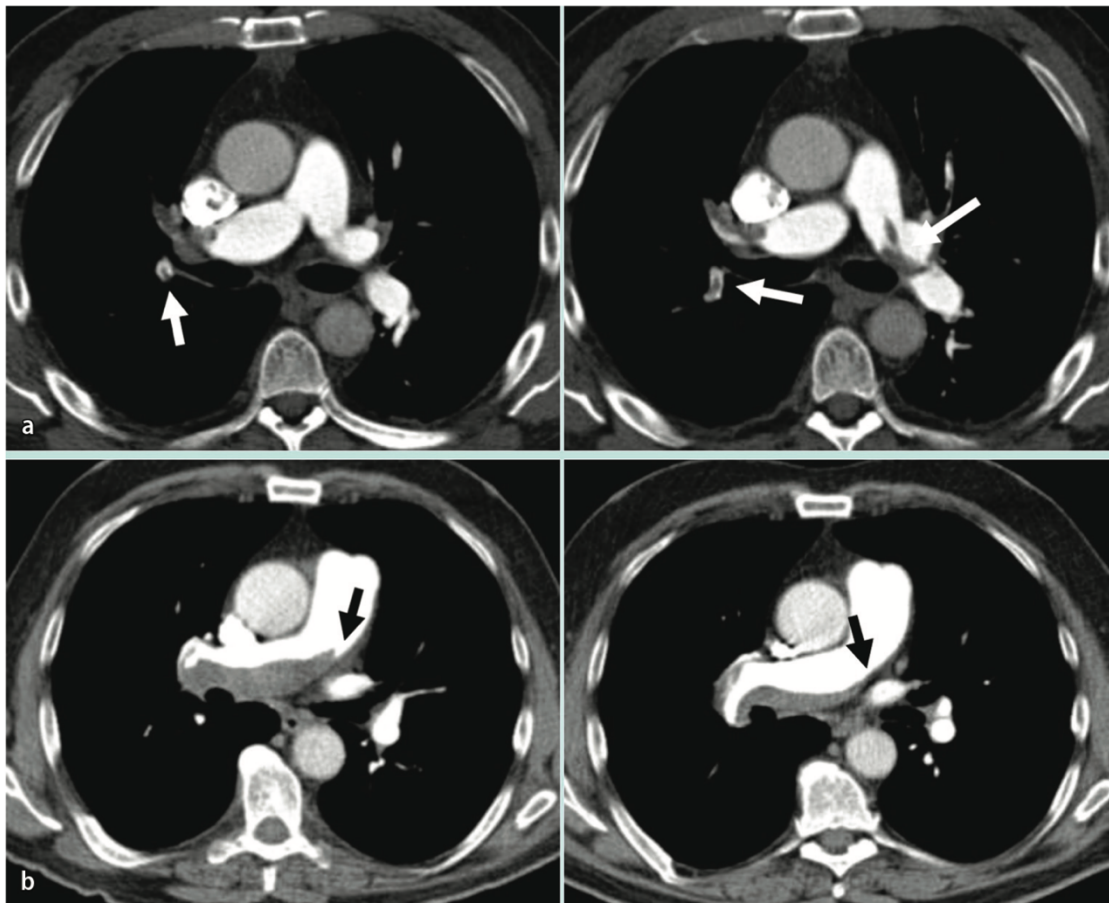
Lungenembolie in der computertomografischen Angiografie (Hecker et al. 2015)
